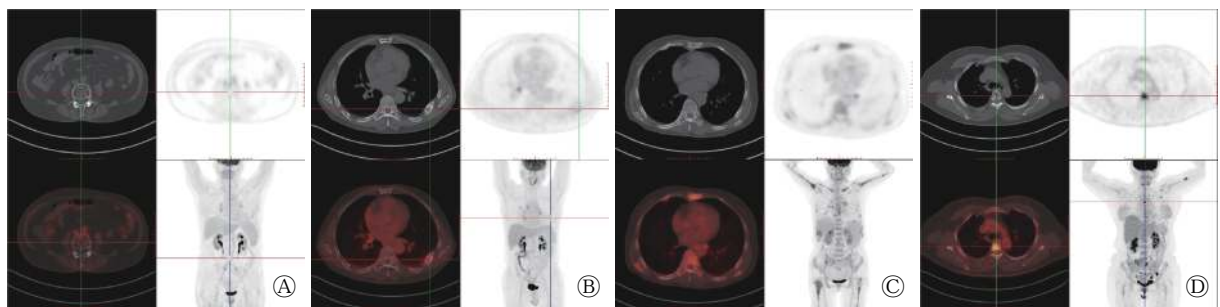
多发性骨髓瘤侵犯骨骼系统后对<sup>18</sup>F-FDG摄取的显像分型PET/CT图 图中,A:阴性;B:局灶型;C:弥漫型;D:混合型。FDG:氟脱氧葡萄糖。
